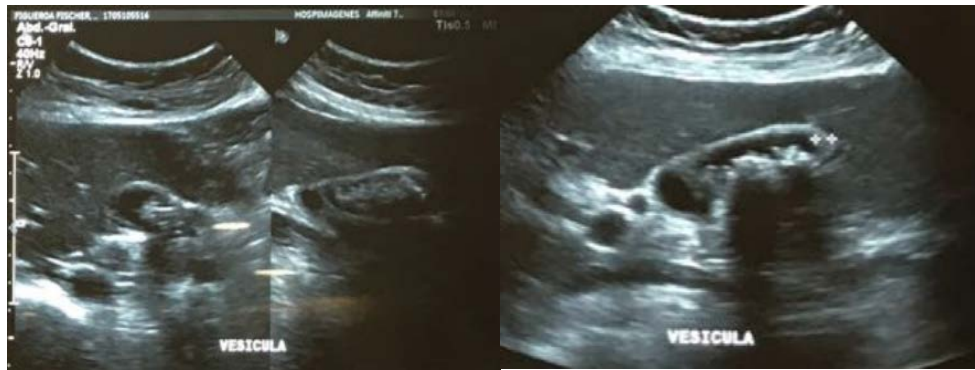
Ultrasonido de Abdomen Superior
